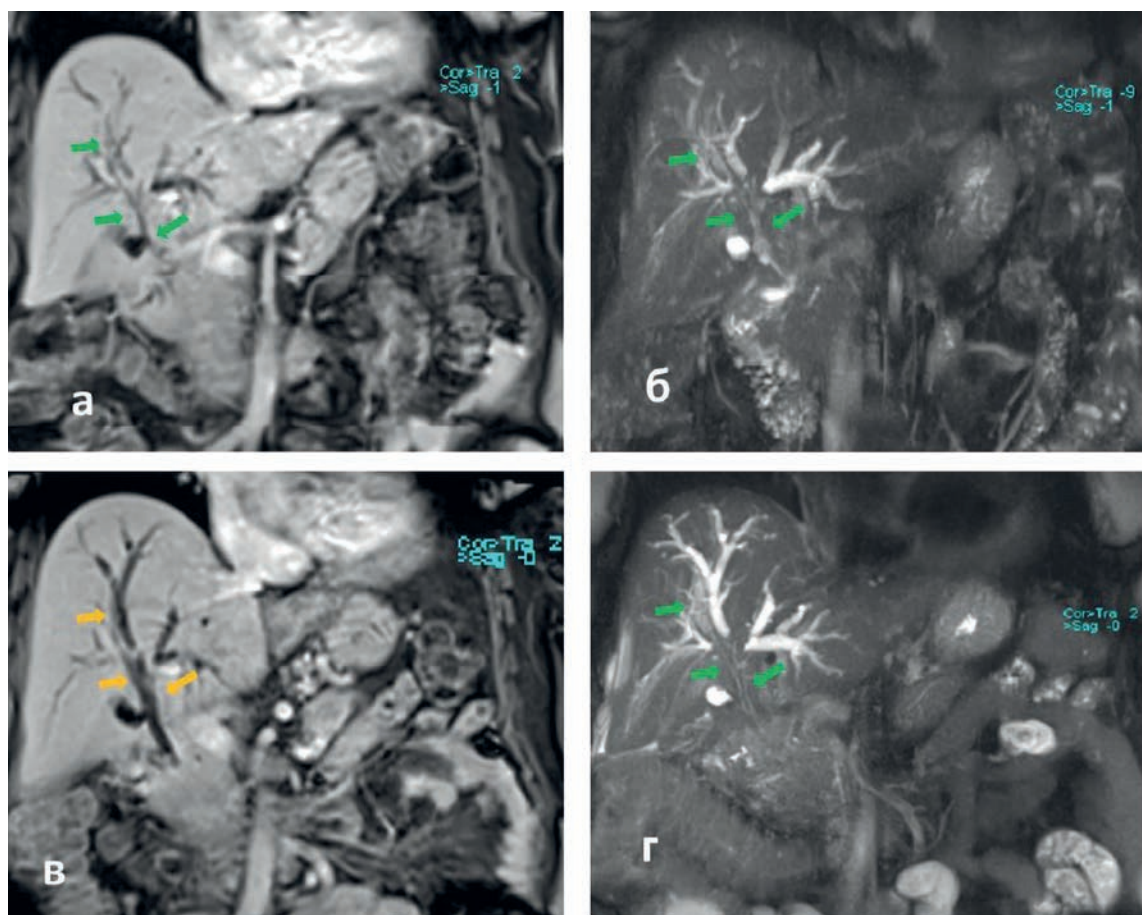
Пациентка С. 64 лет. Опухоль Клацкина (тип IV по Bismuth-Corlette). МРТ T<sub>1</sub>-ВИ VIBE и TSE BLADE FS до (а, б) и на 4 сут (в, г) после эндобилиарной ФДТ. Зелеными стрелками указан перидуктальный опухолевый инфильтрат, желтыми стрелками указана перидуктальная зона, не накапливающая контрастный препарат, определяемая только на контрастных изображениях
